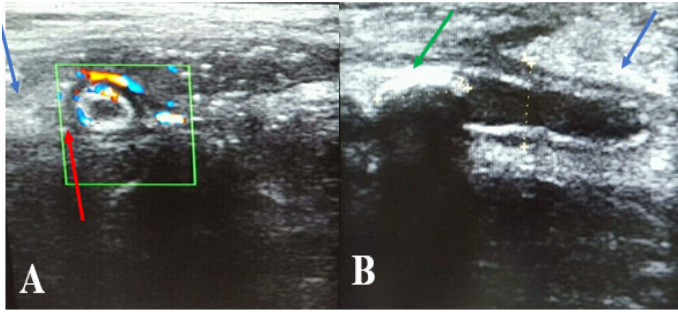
appendicite aigue non compliquée chez un patient de 20 ans : appendice augmenté de taille mesurant 11mm de diamètre antéropostérieur avec une paroi épaisse estimée à 5,2 mm, hyperhémique au Doppler (flèche rouge) avec image de stercolithe intra-luminal (flèche verte) et infiltration de la graisse péri-appendiculaire (flèches bleues)
